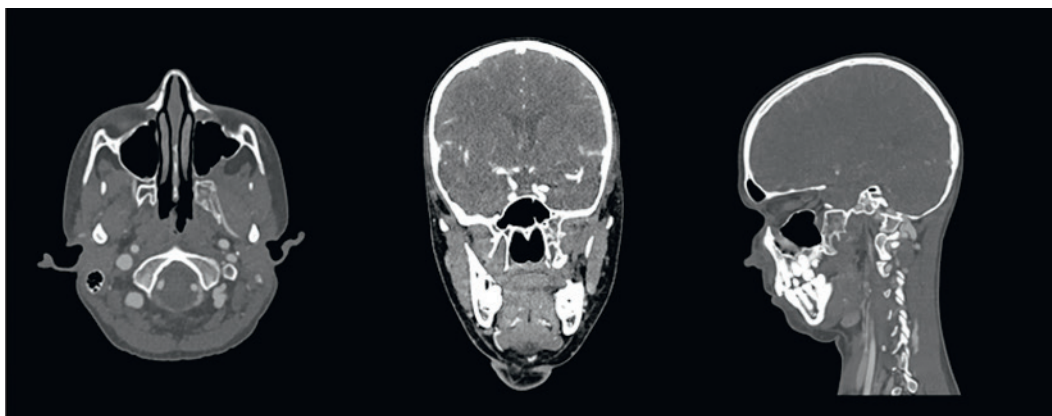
МСКТ головного мозга с контрастным усилением перед оперативным вмешательством после проведения неoadъювантной полихимиотерапии
